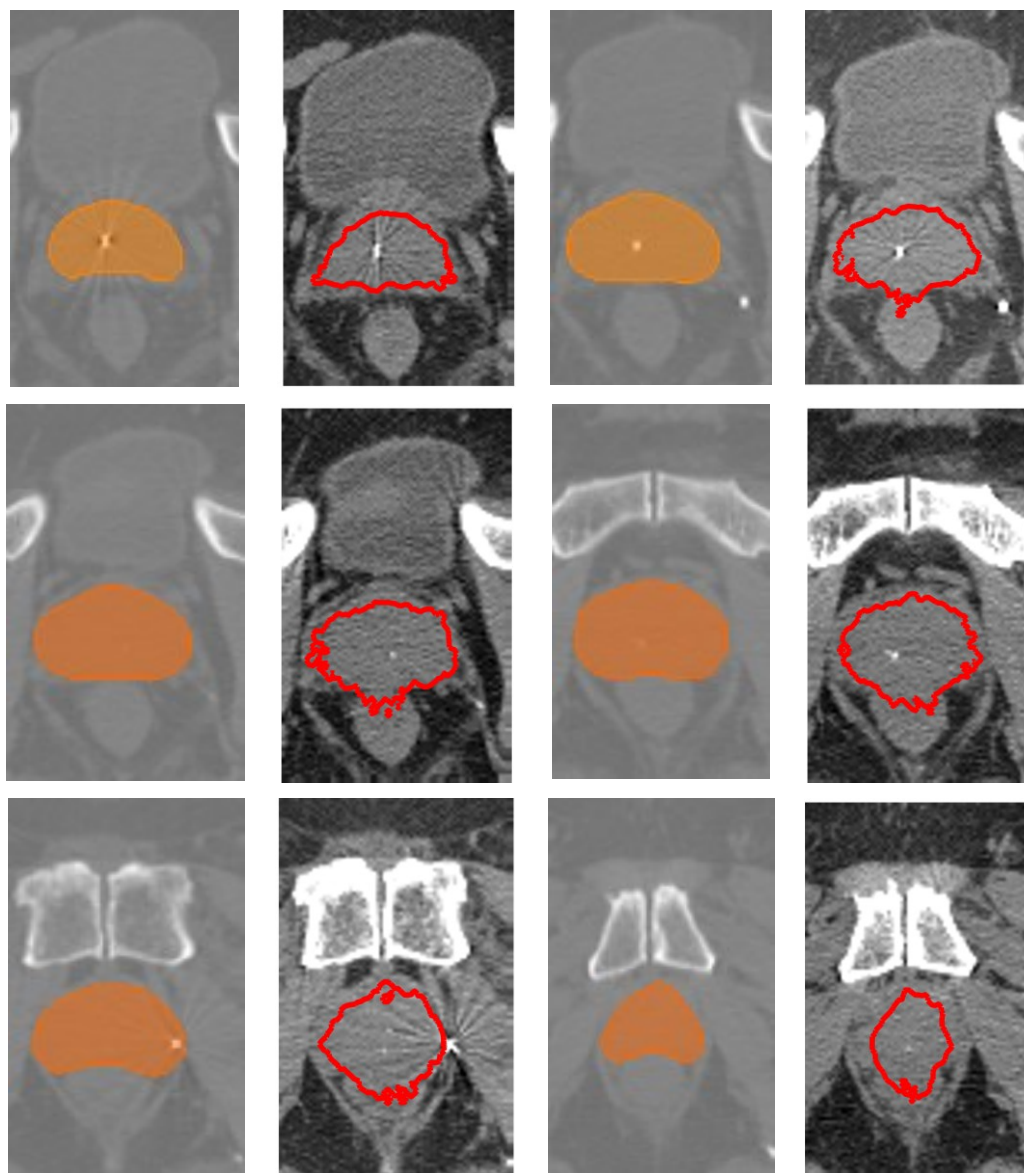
Převedení kontury z MRI snímku do CT
